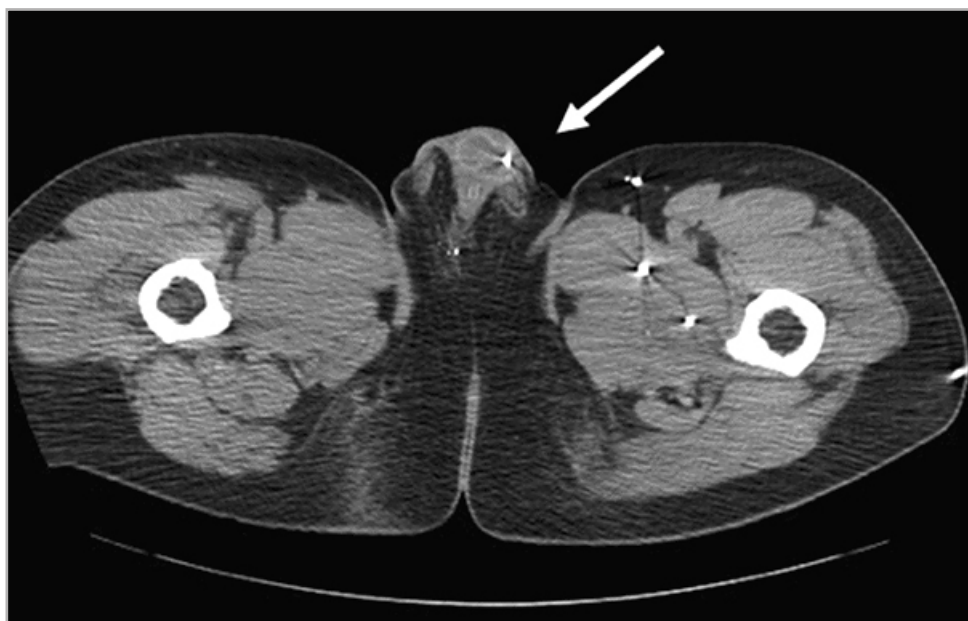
Пациент К. Компьютерная томограмма. Инородное тело металлической плотности в области пеноскротального перехода (стрелка)
